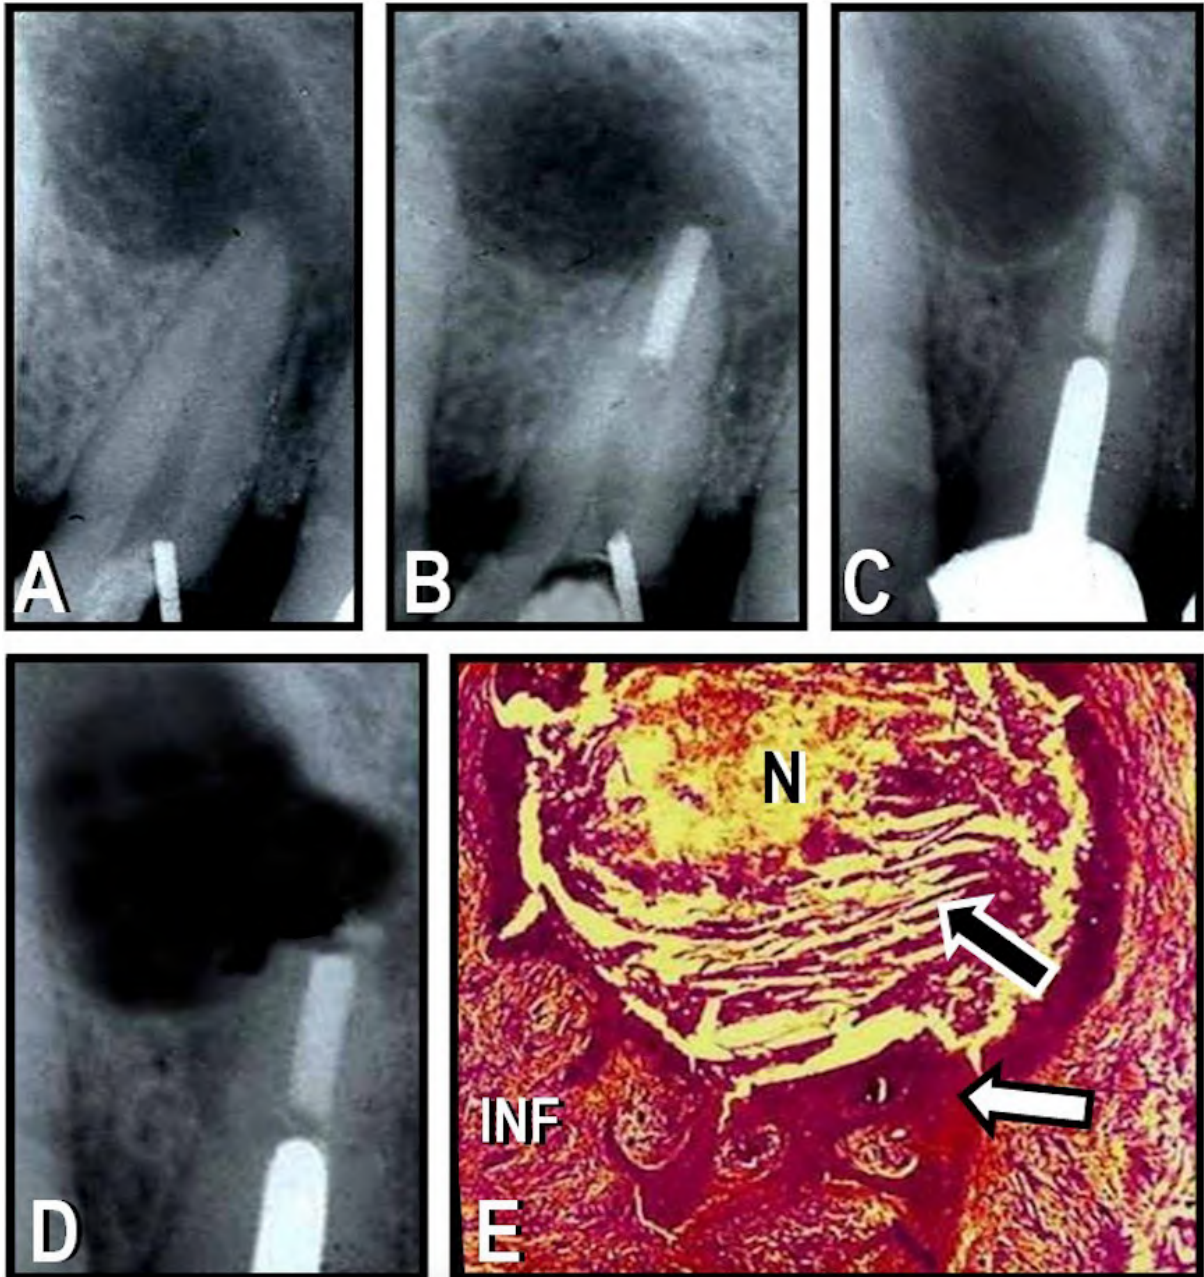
A: Radiografía preoperatoria de un canino superior con necrosis pulpar y lesión compatible con quiste radicular. B: Radiografía posoperatoria inmediata. El conducto fue preparado para recibir un perno intrarradicular. C: Radiografía de control a los tres años posoperatorios, la lesión ha persistido sin sintomatología. D: Radiografía inmediata luego de la cirugía periapical. E: Tras la enucleación quirúrgica, el corte histológico confirma el diagnóstico de quiste radicular. Se evidencia la presencia de cristales de colesterol en la cavidad quística (indicada con la flecha negra), tejido necrótico (indicado con la N), un epitelio engrosado y bien definido (indicado con la flecha blanca) y el tejido inflamatorio circundante (indicado con INF). (Hematoxilina y eosina, magnificación original X45).
